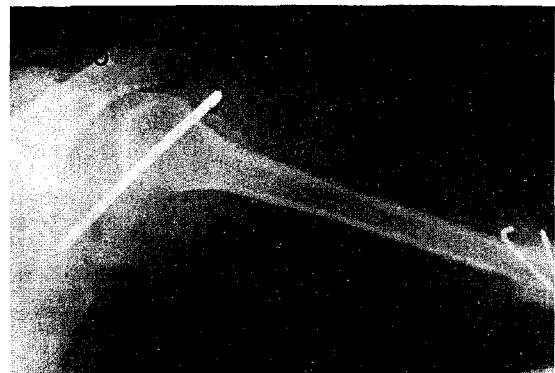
Radiograph after the *en bloc* resection and second vascularized fibular graft, shows complete resection of the fibrous dysplasia and fibular head placed in the glenoid
